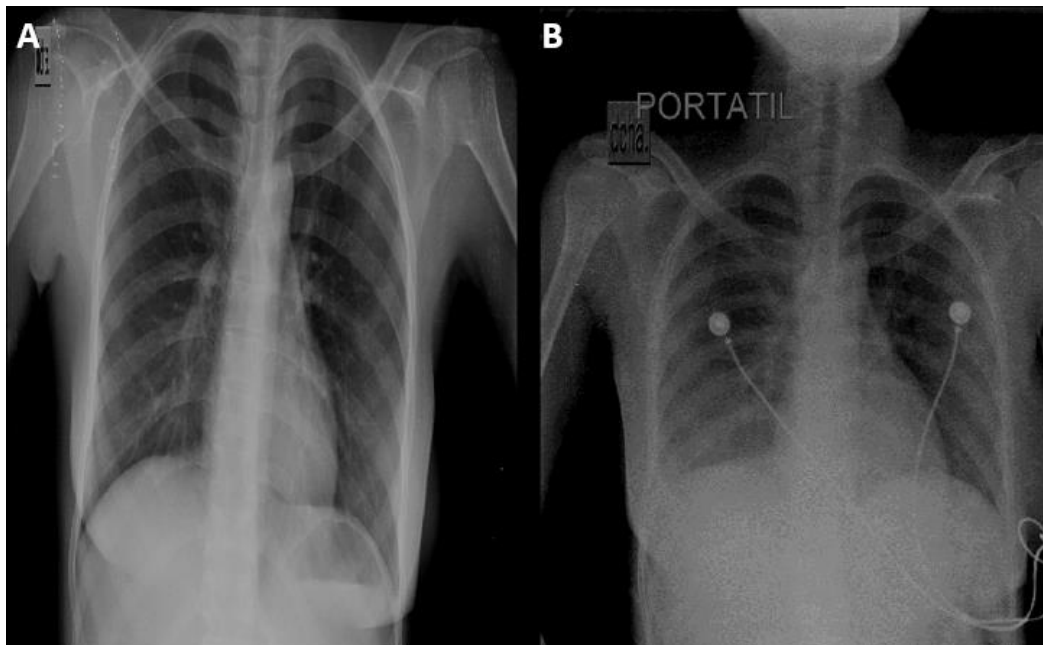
Radiografías de tórax de la paciente, en la lámina A en cuarto día de enfermedad y en la lámina B en quinto día de enfermedad.
